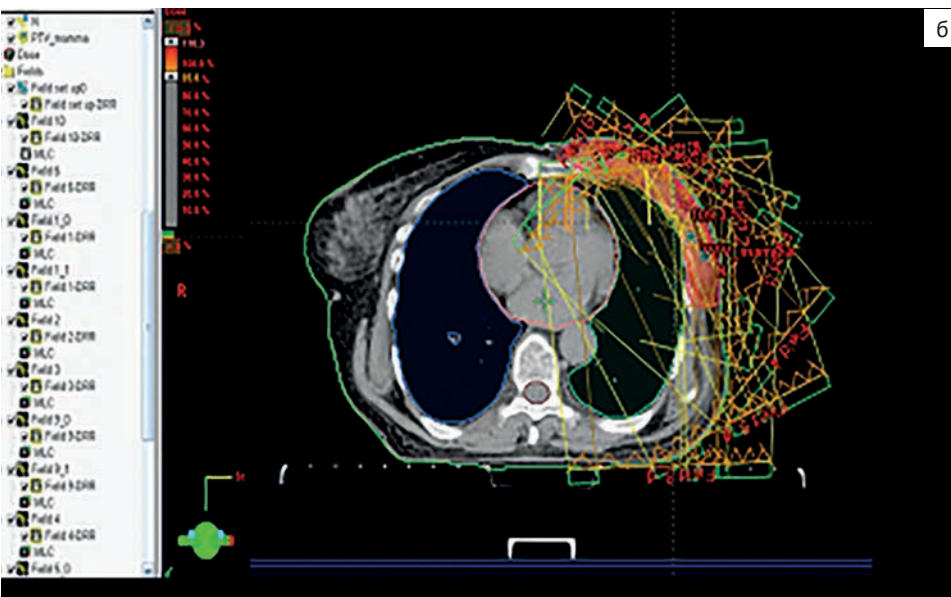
Axial sections of topometric computed tomography of patient C. Organs at risk are contoured: left lung (green line), right lung (blue line), heart (pink line), as well as CTV (crimson line) and PTV (red line) volumes (soft tissues of the anterior chest wall on the left)
